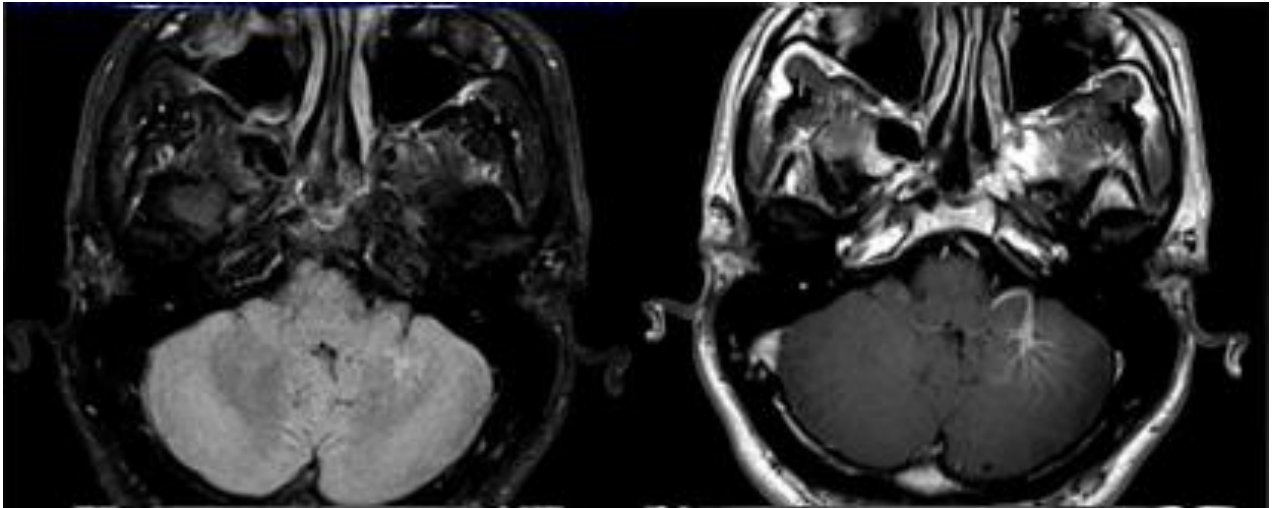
Magnetska rezonancija mozga, prekontrastne i postkontrastne slike (limfom)
